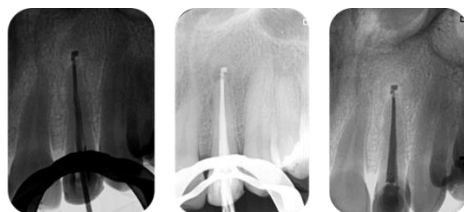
Obturación Lateral Modificada con Ultrasonido.
